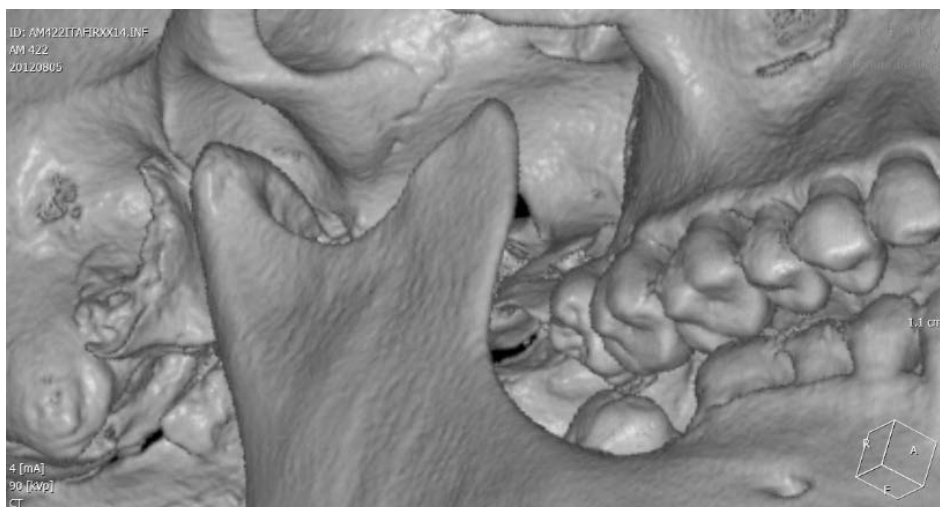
Si noti come, nonostante la scarsa congruenza morfologica articolare dell'ATM, le superfici funzionali di condilo e fossa presentino due caratteristiche faccette, quasi speculari, mediale e laterale, in relazione alle superfici occlusali. TC *cone beam* eseguita su un reperto del Museo di Antropologia dell'Università di Firenze.
